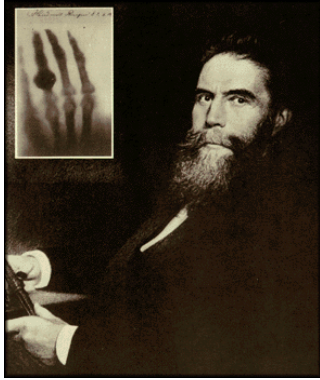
Röntgen e imagen de la mano de Bertha
